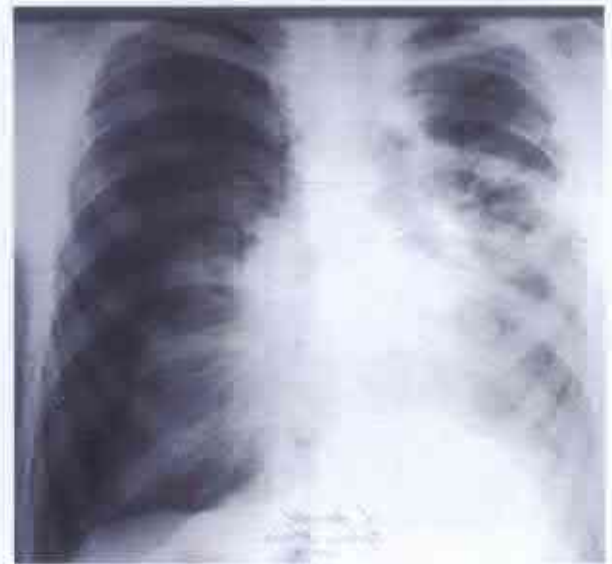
Radiografie toracică preoperatorie. Pacient P. în vârstă de 16 ani cu pneumotorax pe dreapta dezvoltat acut.
